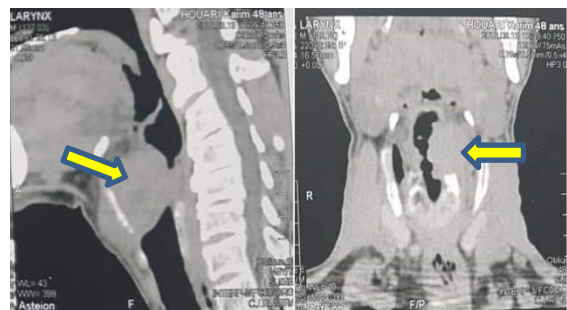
TDM en coupe sagittale et coronale du larynx montrant la tumeur glotto-sus glottique gauche.
